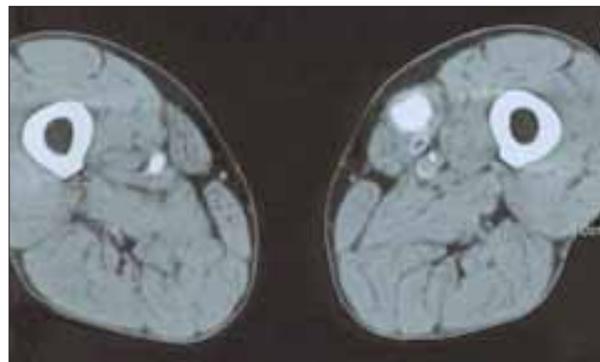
Tomografía axial computarizada del tercio medio del muslo: se aprecia dilatación, con luz irregular, y trombo mural en el muslo izquierdo. También podemos ver, junto al aneurisma, el primer *bypass* femoropoplíteo de politetrafluoroetileno trombosado.
